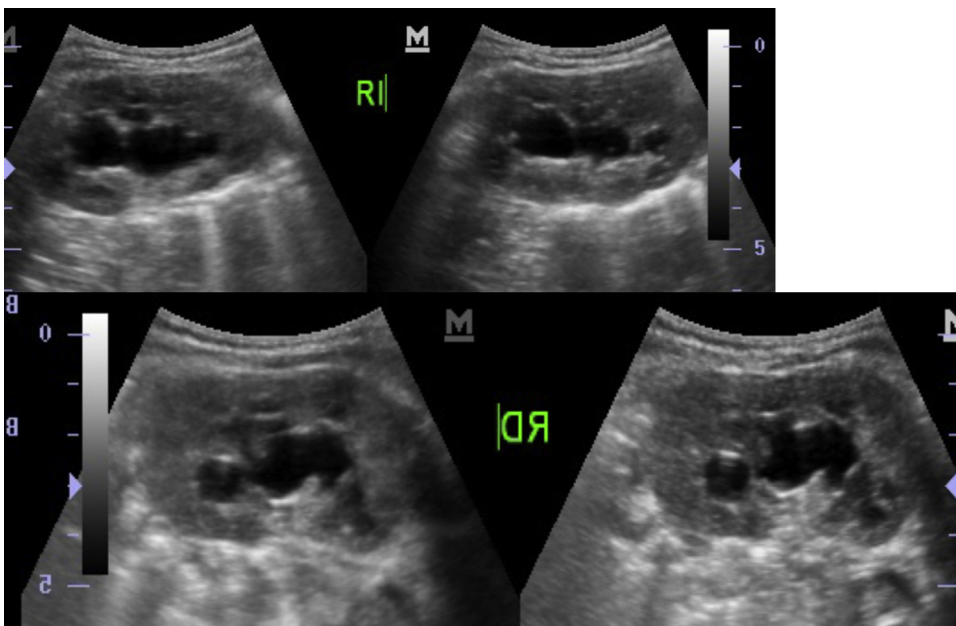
El ultrasonido renal muestra una hidronefrosis bilateral leve.
